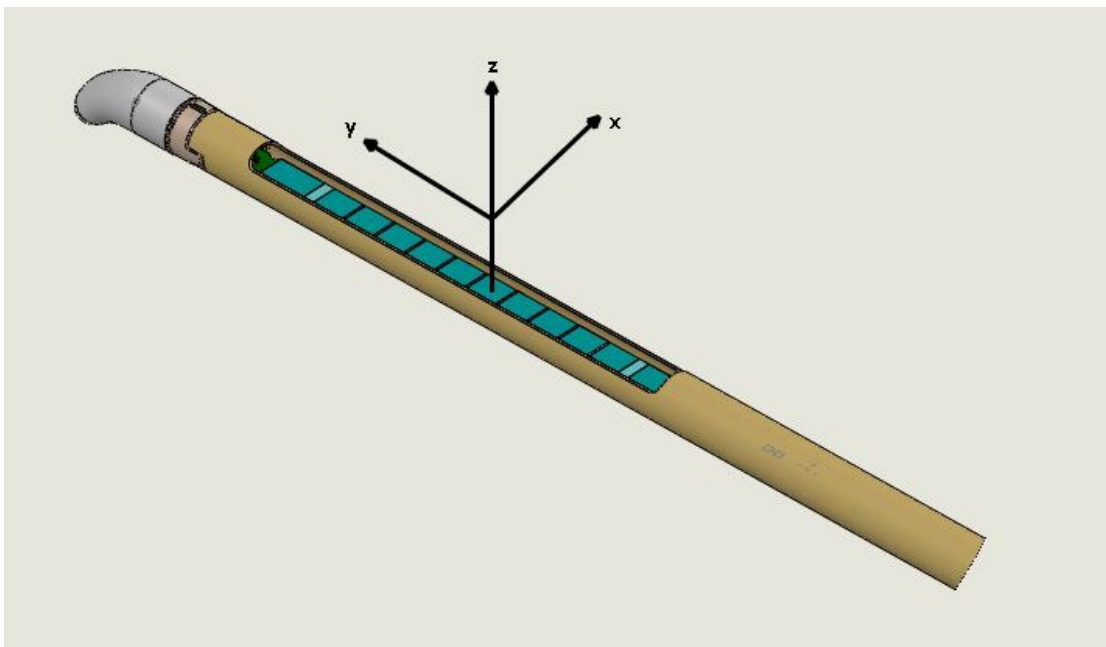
Axes du profil du transducteur à ultrasons
